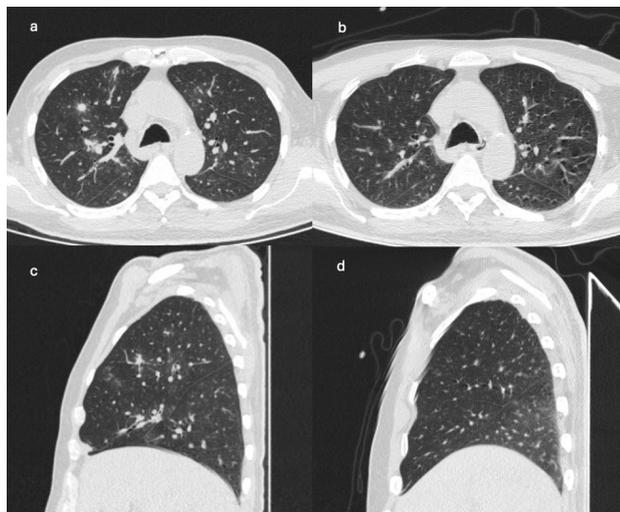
Tomografía de tórax en corte axial y sagital. a) Corte axial, realizado al ingreso del paciente al hospital. Se aprecia en el segmento anterior de lóbulo superior derecho imagen nodular de morfología irregular, de márgenes mal definidos, distorsiona el tejido adyacente, mide 8mm x 7mm. Atelectasia subsegmentaria en el segmento anterior del lóbulo medio. b) Corte axial, realizado a los 25 días de la primera tomografía, no se observan lesiones activas en campos pulmonares. c) Corte sagital, realizado al ingreso del paciente al hospital, se aprecia en el segmento anterior de lóbulo superior derecho imagen nodular de morfología irregular, de márgenes mal definidos, distorsiona el tejido adyacente, mide 8mm x 7mm. d) Corte sagital, realizado a los 25 días de la primera tomografía, no se observan lesiones activas en campos pulmonares.
